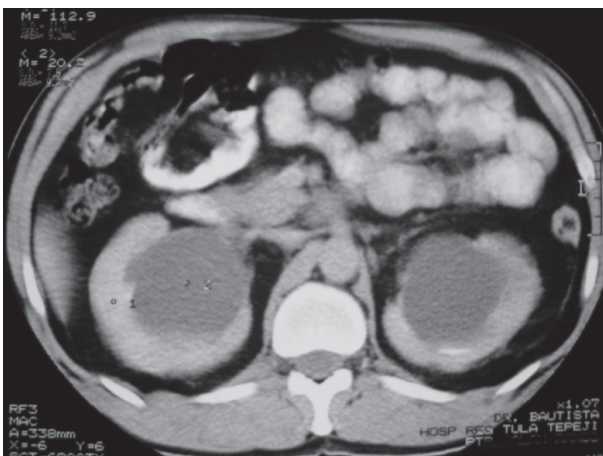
TC que muestra hidronefrosis bilateral.
